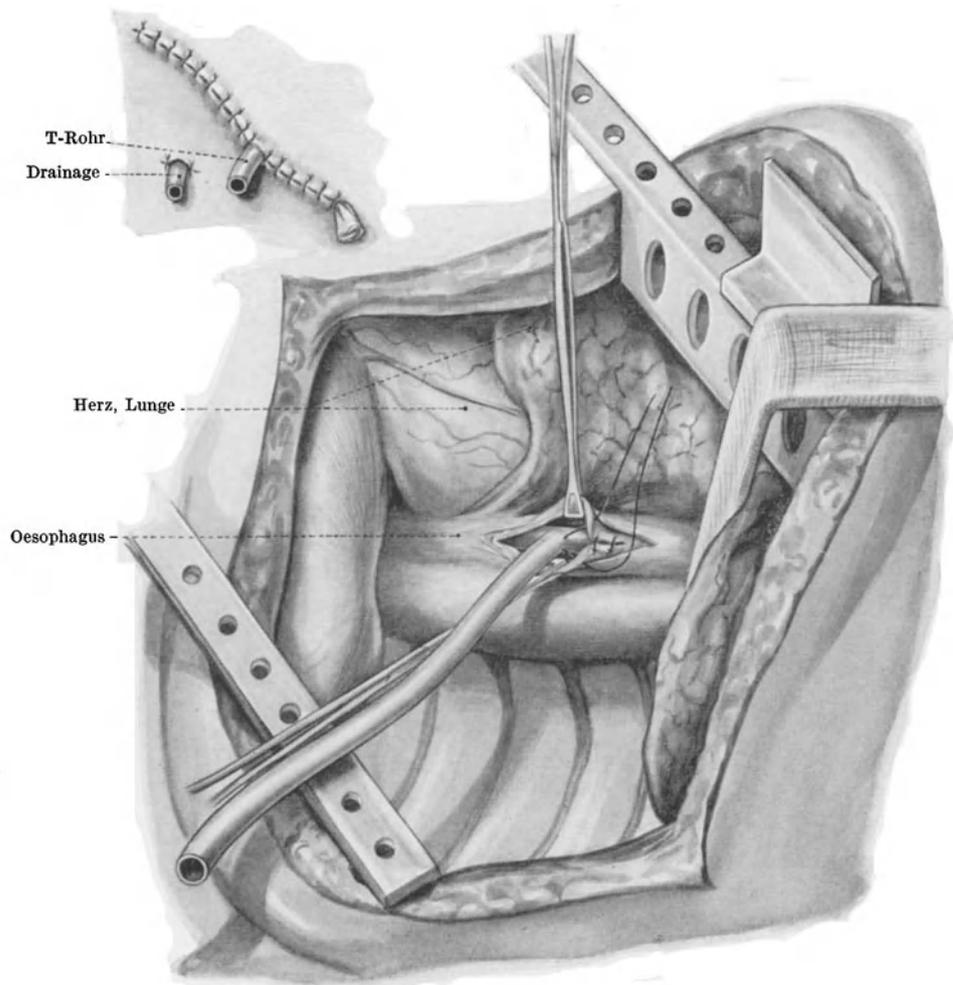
Anlegung einer temporären Oesophagusfistel über einem T-Rohr bei impermeabler Oesophagusstenose (Oesophagitis) nach PH. THOREK. Nach Resektion der 7. Rippe wird die linke Brusthöhle eröffnet und der Oesophagus durch eine Längsincision im Stenosenbereich gespalten. Einführung eines langen T-Rohres. Bei Verschluss der Incision wird das T-Rohr durch Naht fixiert. (Insert: Wundverschluss und Drainage.) Nahrungszufuhr durch das T-Rohr. Beginn der oralen Nahrungsaufnahme am 3. postoperativen Tage. Röntgenologische Kontrolle. Das T-Rohr wird nach etwa 9 Wochen entfernt (PH. THOREK)
